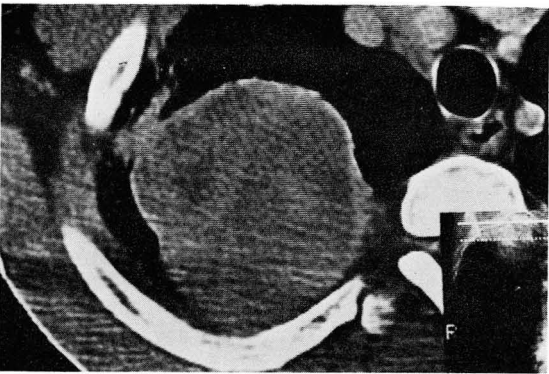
Huge mass at right upper lobe with posterior chest wall invasion on CT. Pathologically no tumor infiltration to chest wall.
